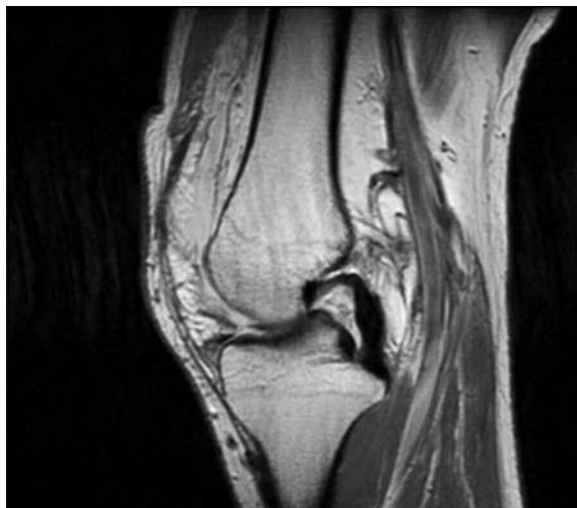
SDLCP. RM de rodilla, corte sagital en secuencia de densidad protónica, donde se visualiza una banda hipointensa paralela y ántero-inferior al ligamento cruzado posterior.
